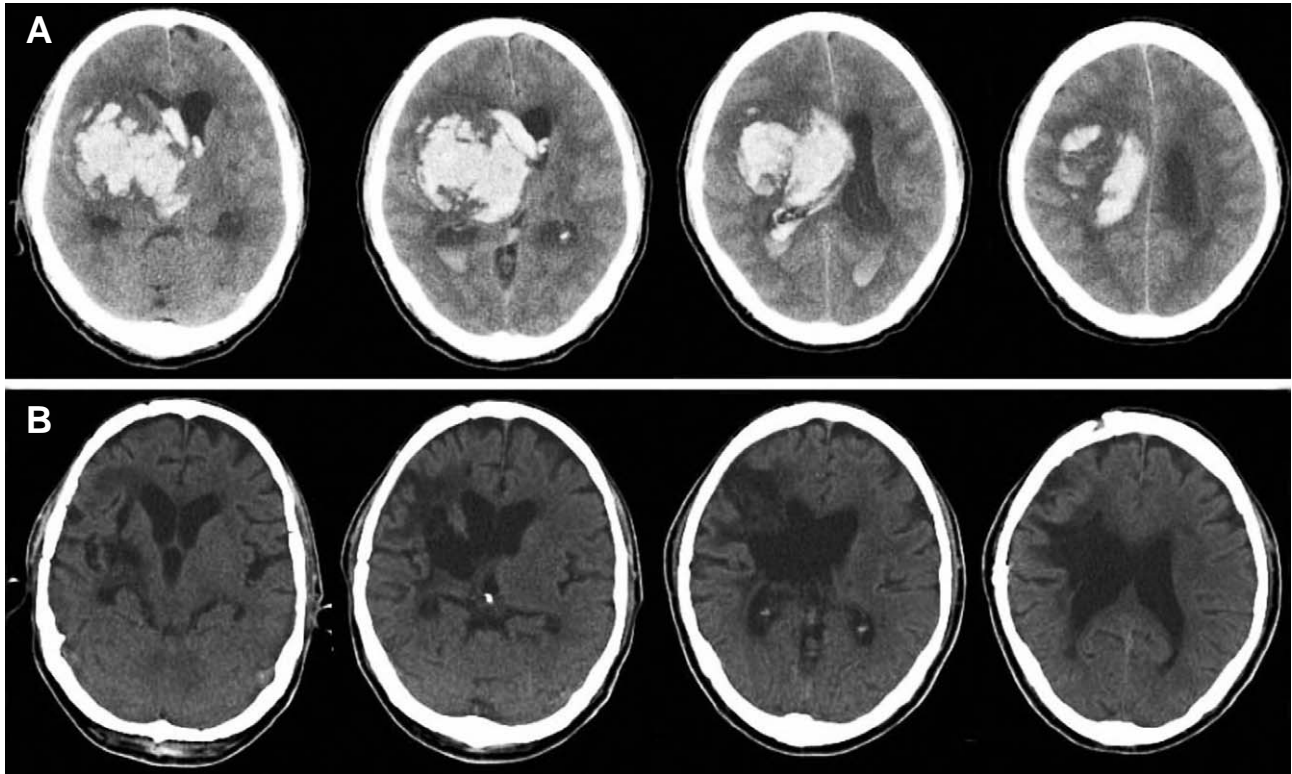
Brain CTs of the patient. The brain CT taken on the 1st day show the intracranial hemorrhage involving the basal ganglia, the thalamus and the frontal lobe of the right cerebral hemisphere and the associated intraventricular hemorrhage in the right lateral ventricle (A). Tissue losses due to the intracranial hemorrhage and the operational trauma are observed in the basal ganglia, the thalamus, and the frontal white matter of the right hemisphere on the brain CT taken 10 months after the hemorrhage (B).
